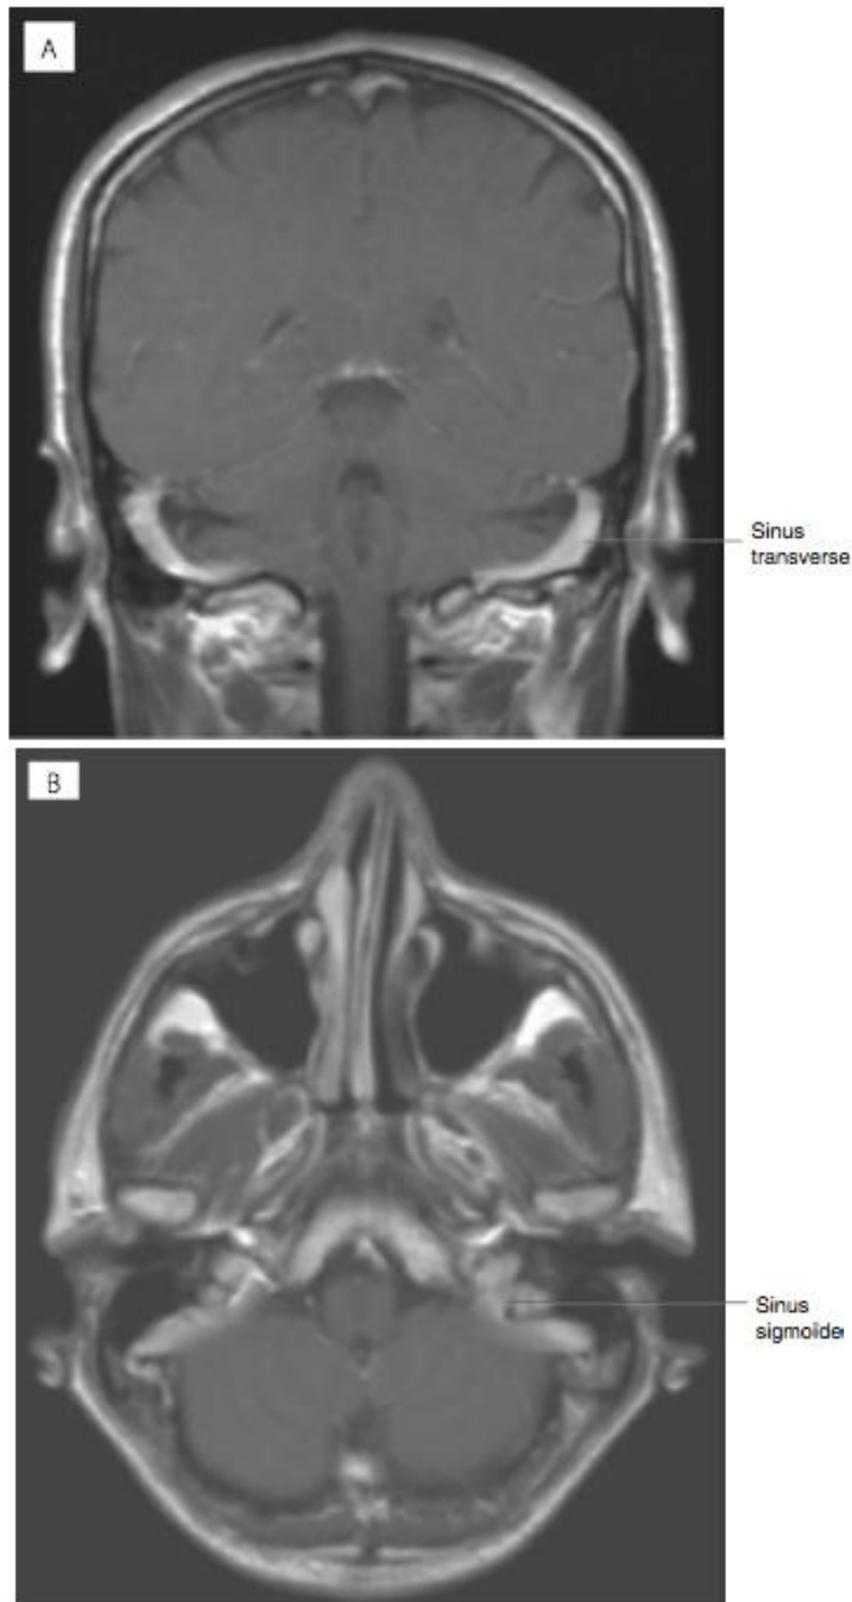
IRM avec rehaussement de contraste en pondération T1. (A) coupe frontale, (B) coupe transversale : Sinus transverse et sigmoïde.
